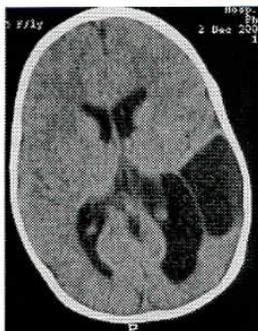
TAC-CE realizada aos dois anos de vida mostra estabilização das lesões.
